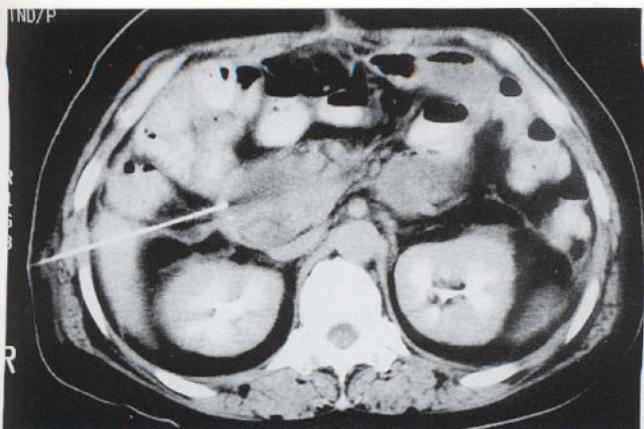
Under CT guidance, 21-gauge needle was inserted by transhepatic approach into the abscess.
